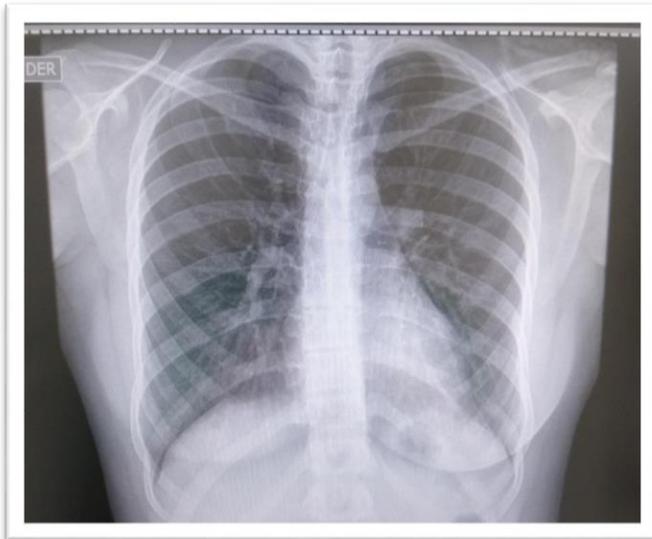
Radiografía tórax AP. (2020). Autoría propia.
